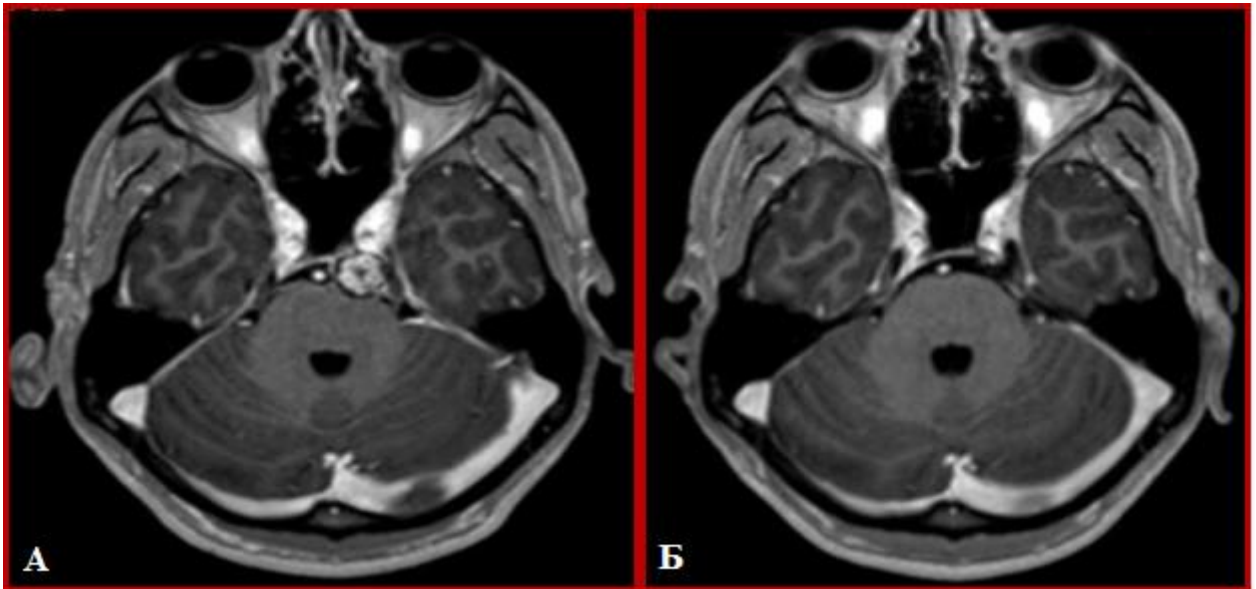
Спостереження №1. Хворий Б-аш, 20 років, історія хвороби № 6851. МРТ головного мозку до (А) та через 44 місяців (Б) після СРХ (Т1 ЗЗ з парамагнітним контрастуванням).
